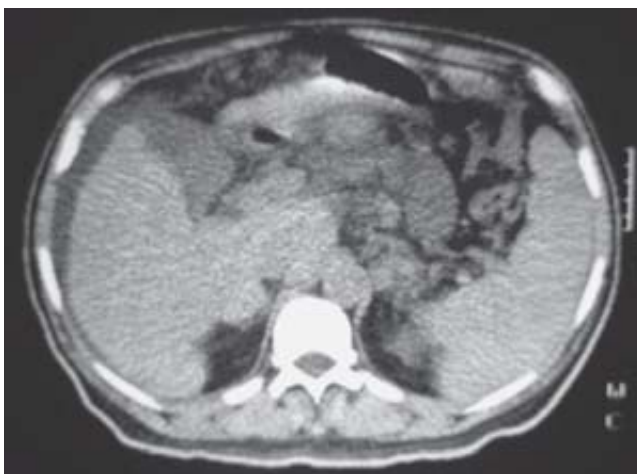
Imagen de tomografía de abdomen donde se observa esplenomegalia.
